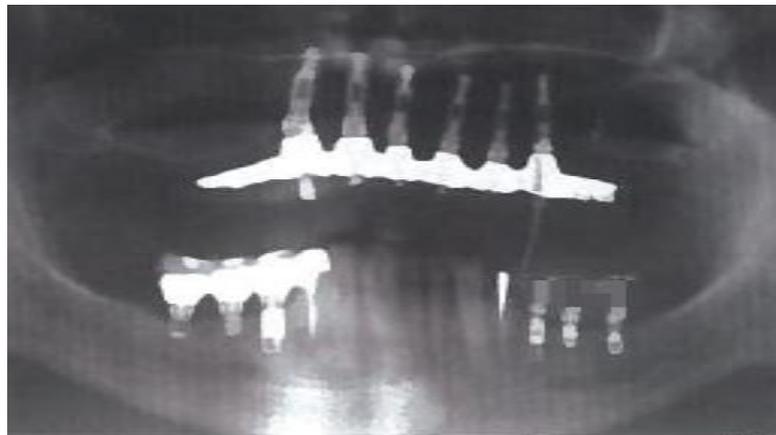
Radiografia final com a reabilitação sobre implantes curtos
